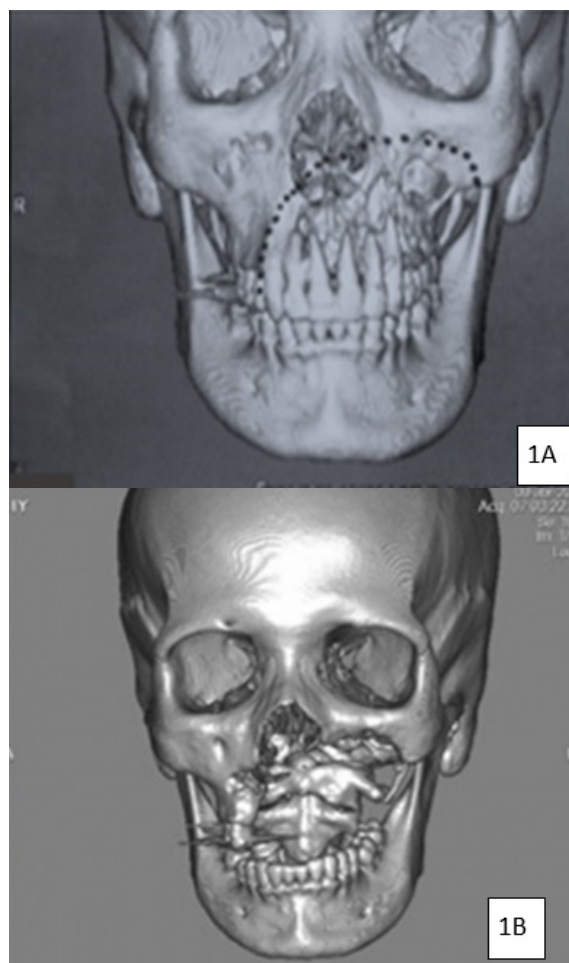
A-Tomografia pré operatoria para planejamento cirurgico; B- Tomografia pós operatoria para a demonstração de área ressecada.
